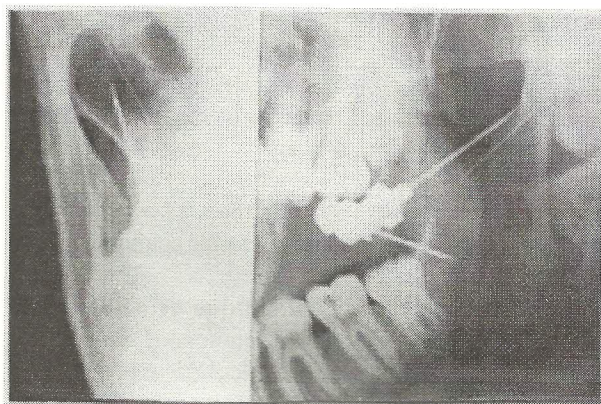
Radiografia panorâmica. Relação da agulha hipodérmica com o fragmento.
